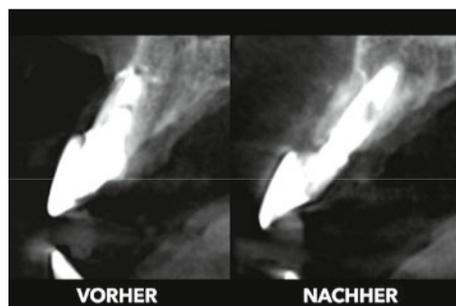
CBCT präoperativ und ein Jahr postoperativ.
